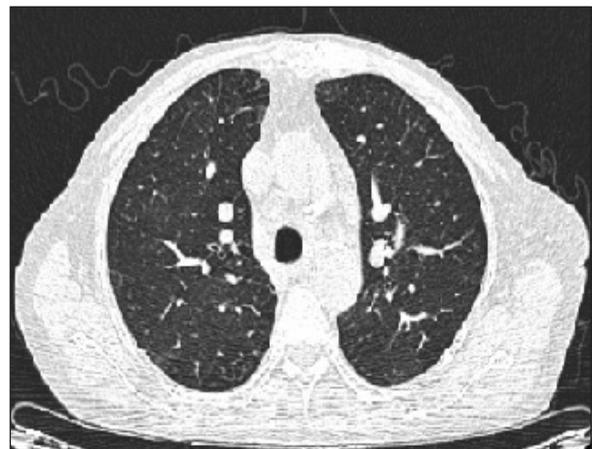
Tomografía computarizada de tórax previa al alta.
